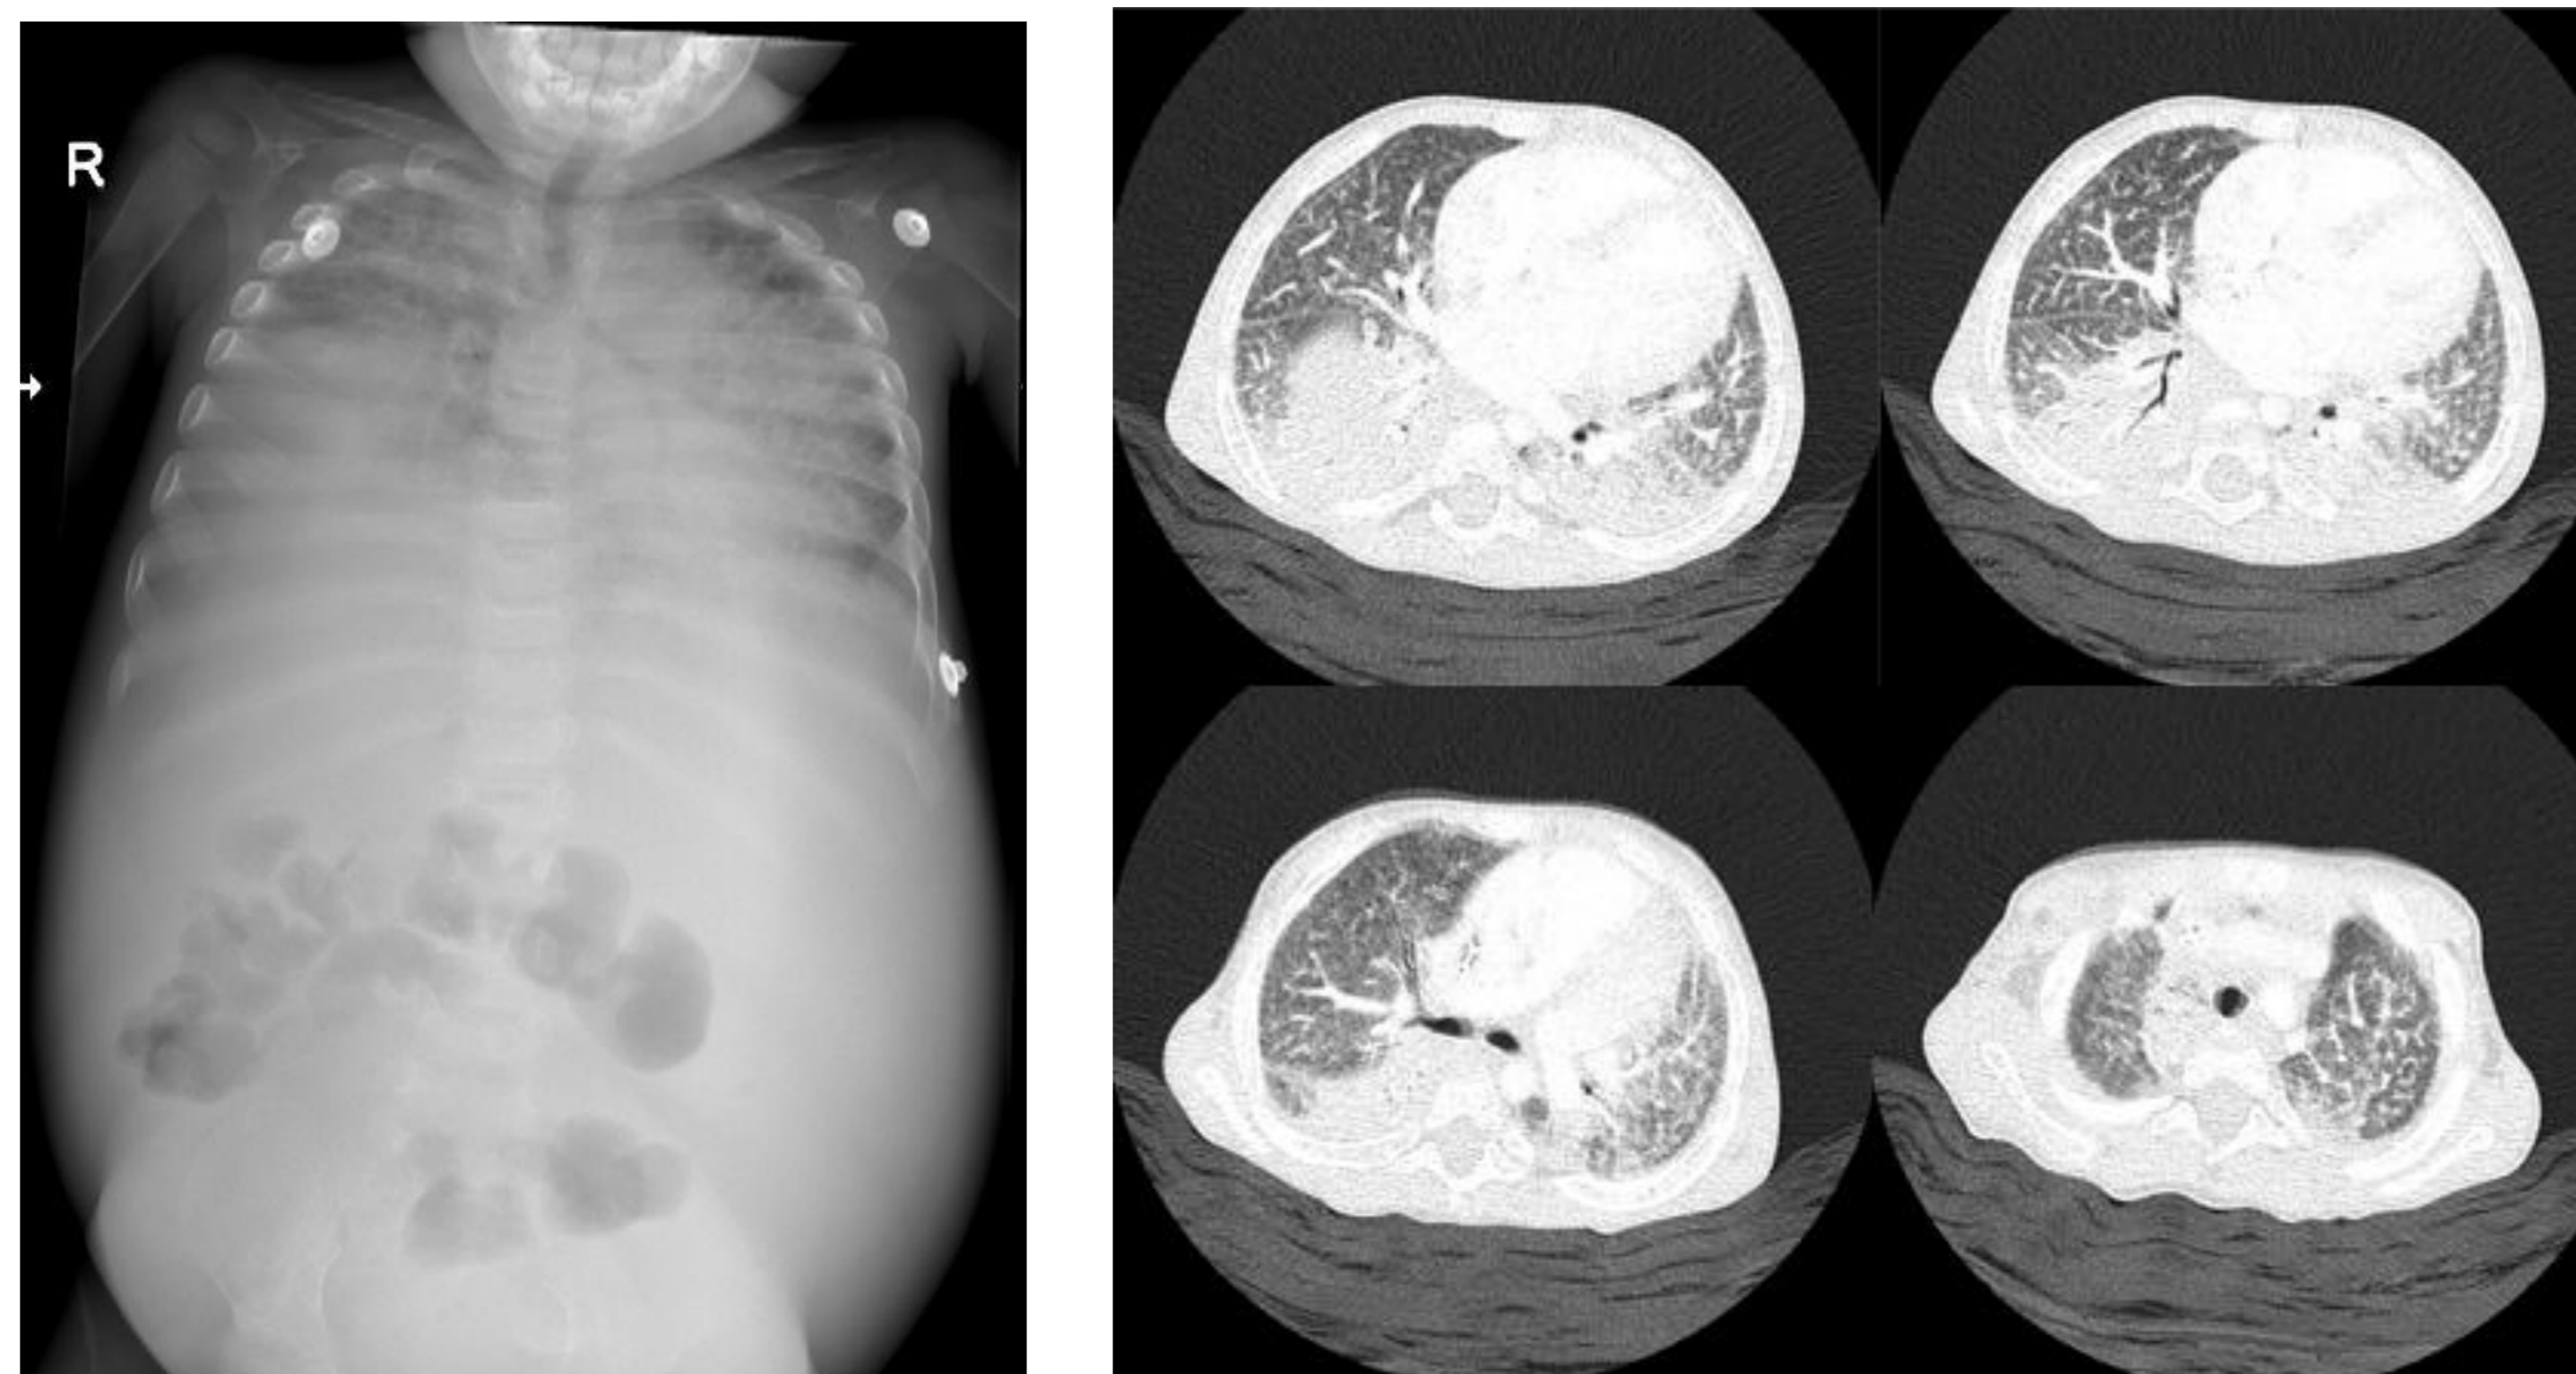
Radiografía tórax-abdominal con opacidades alveolares difusas en ambos campos pulmonares con broncograma aéreo hacia los lóbulos inferiores y signos de derrame plural bilateral y Tomografía de tórax (Fig.2) en la que se encuentra engrosamiento del intersticio interlobulillar con opacidades difusas en vidrio esmerilado.
